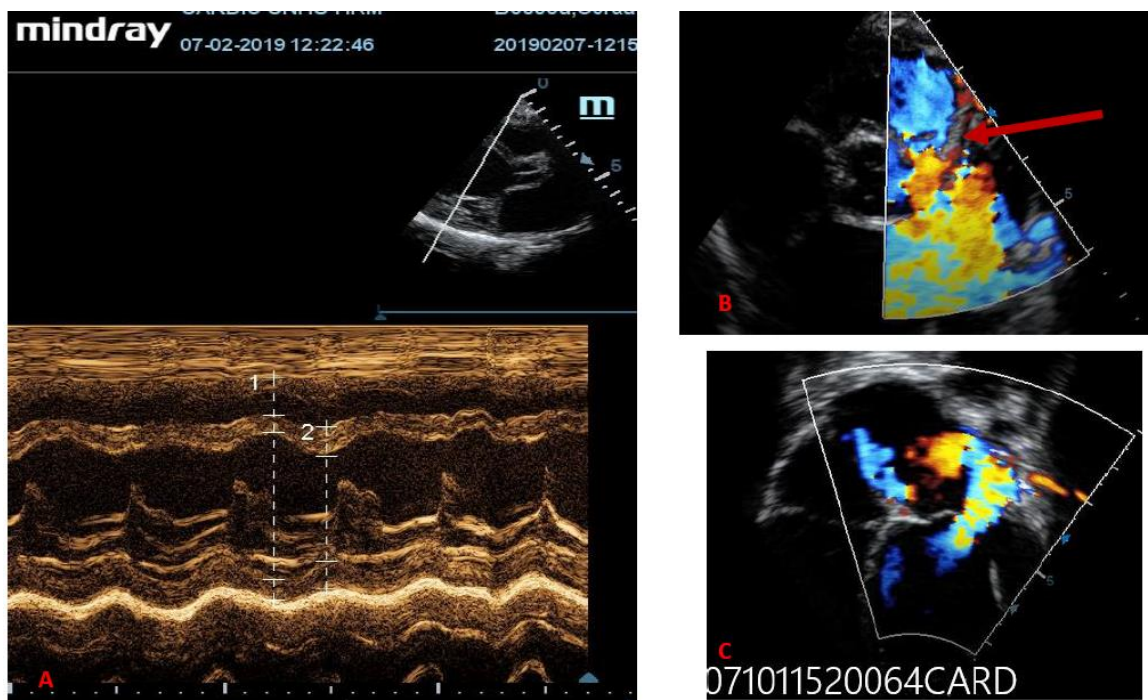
EchocardiographieDöppler post opératoire. Incidence parasternale long axe en mode TM (image A). Incidence parasternale court axe (image B) montrant une coronaire gauche implantée au niveau du sinus de valsalva gauche avec un flux antérograde (flèche rouge). Incidence apicale 4 cavités (image C) montrant une insuffisance mitrale grade 2/4.
